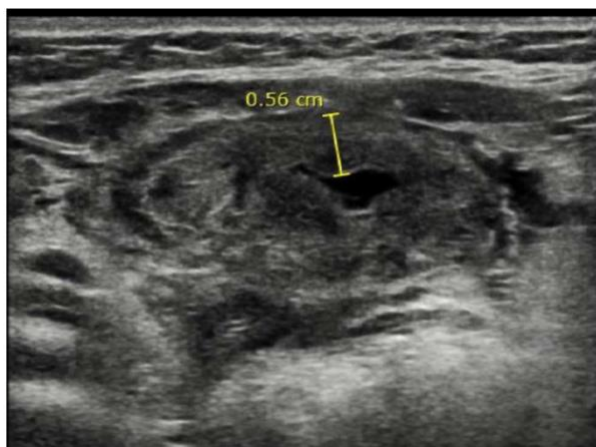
Marcado engrosamiento difuso de las paredes de la vejiga, de aspecto irregular tipo masa. Estos hallazgos se interpretan como severos cambios de cistitis. Imagen 4: ecografía previa al alta con clara mejoría del engrosamiento.
